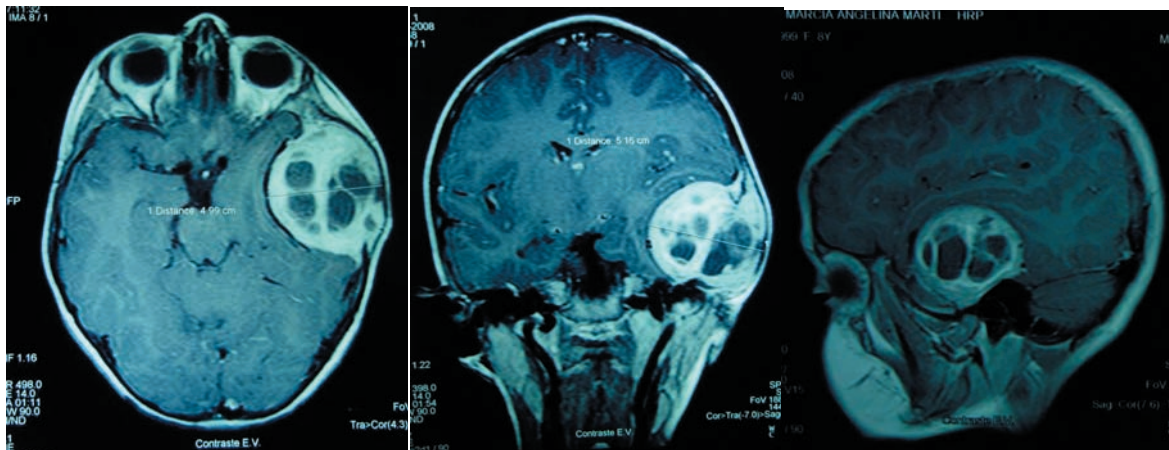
RM cerebral con contraste: axial, coronal y sagital.
